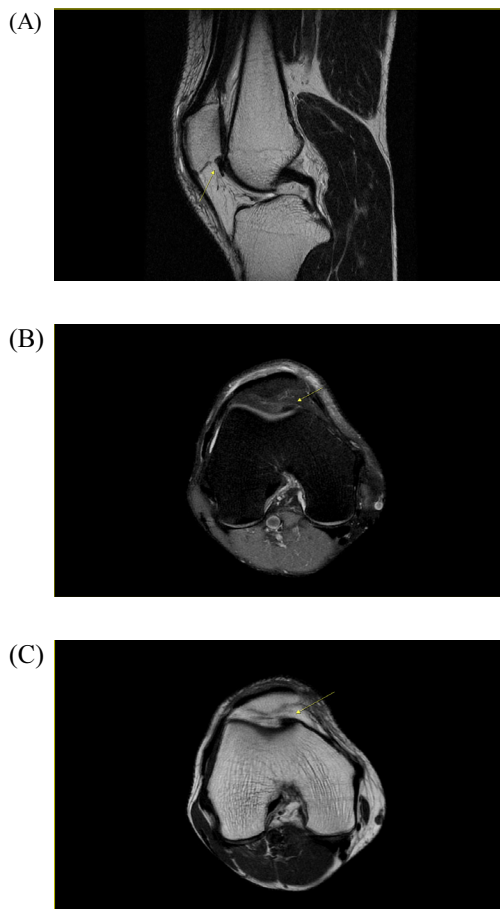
(A) Sagittal T2-weighted fast recovery fast spin-echo (FRFSE) image showed thickened medial patellar plica. (B) Axial proton density weighted fat FRFSE image showed thickened medial patellar plica. (C) Axial T1-weighted fast spin-echo image showed thickened medial patellar plica.
